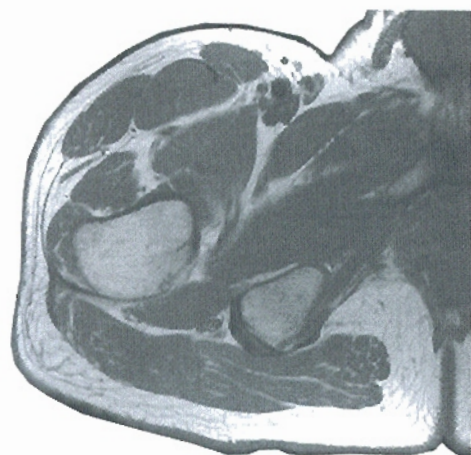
• Corte transversal de la cadera que pasa cerca de la base del triángulo femoral. Lado derecho, segmento superior. Puede apreciarse la arteria femoral profunda, cuyo origen en este caso se halla muy próximo al ligamento inguinal (v. pág. 529). Corte correspondiente de RM in vivo.
